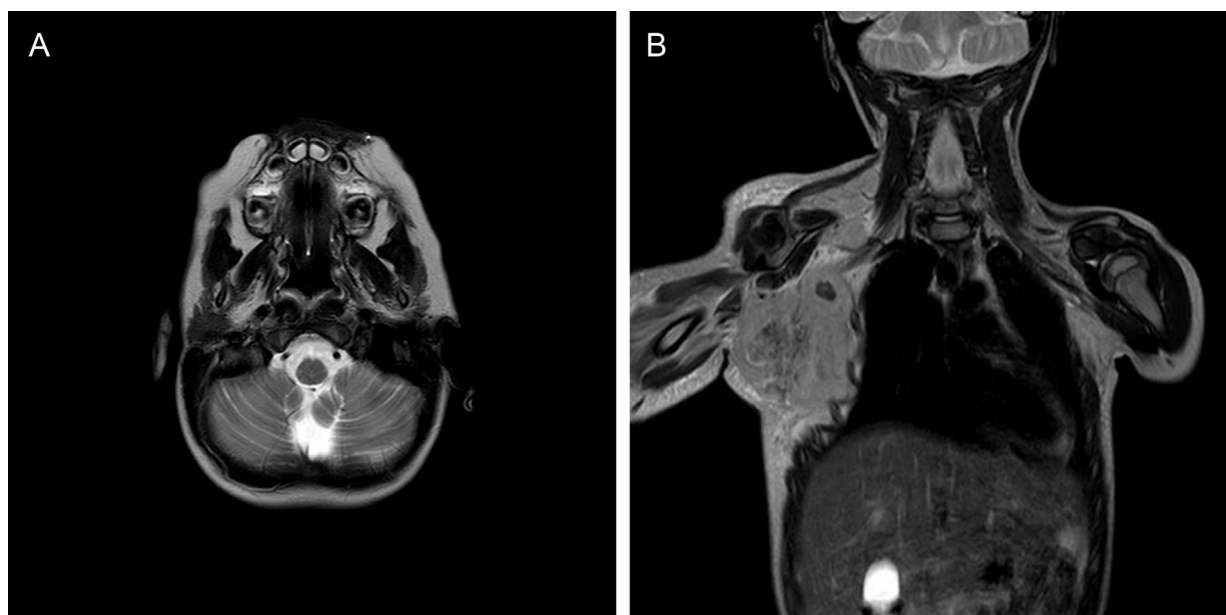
A) RMN cerebral con lesiones compatibles con cerebelitis. B) RMN torácica con hallazgo de gran masa bulky derecha.
